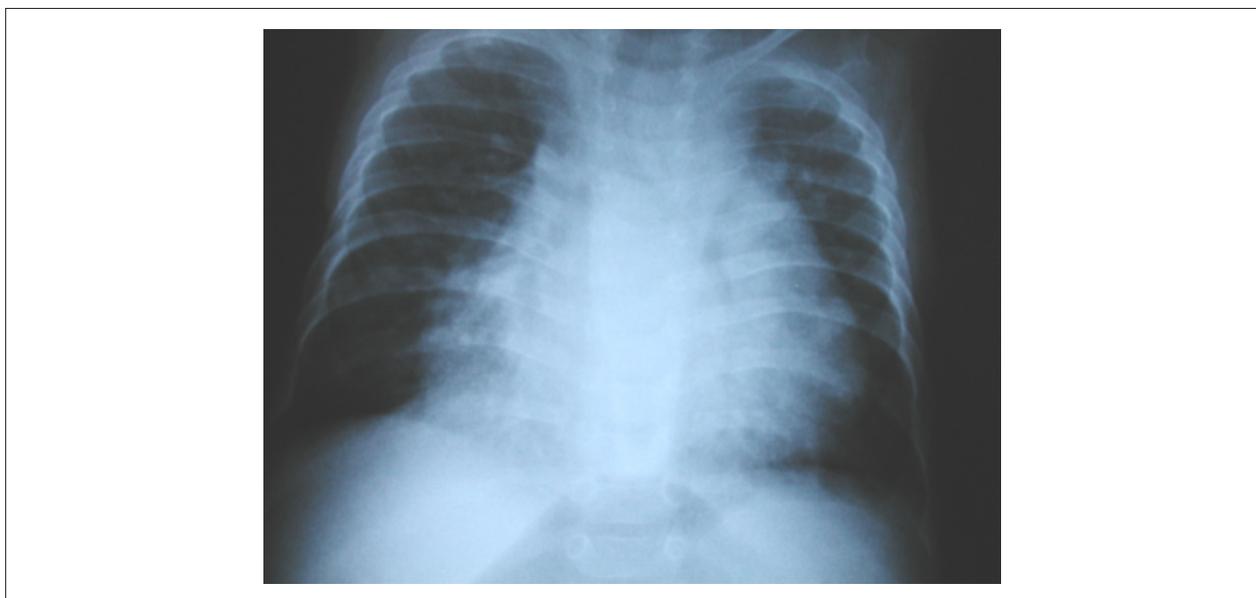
Radiografia de tórax mostra área cardíaca e trama vascular pulmonar aumentadas; Os contornos atriais e ventriculares são salientes e o arco médio retificado.
